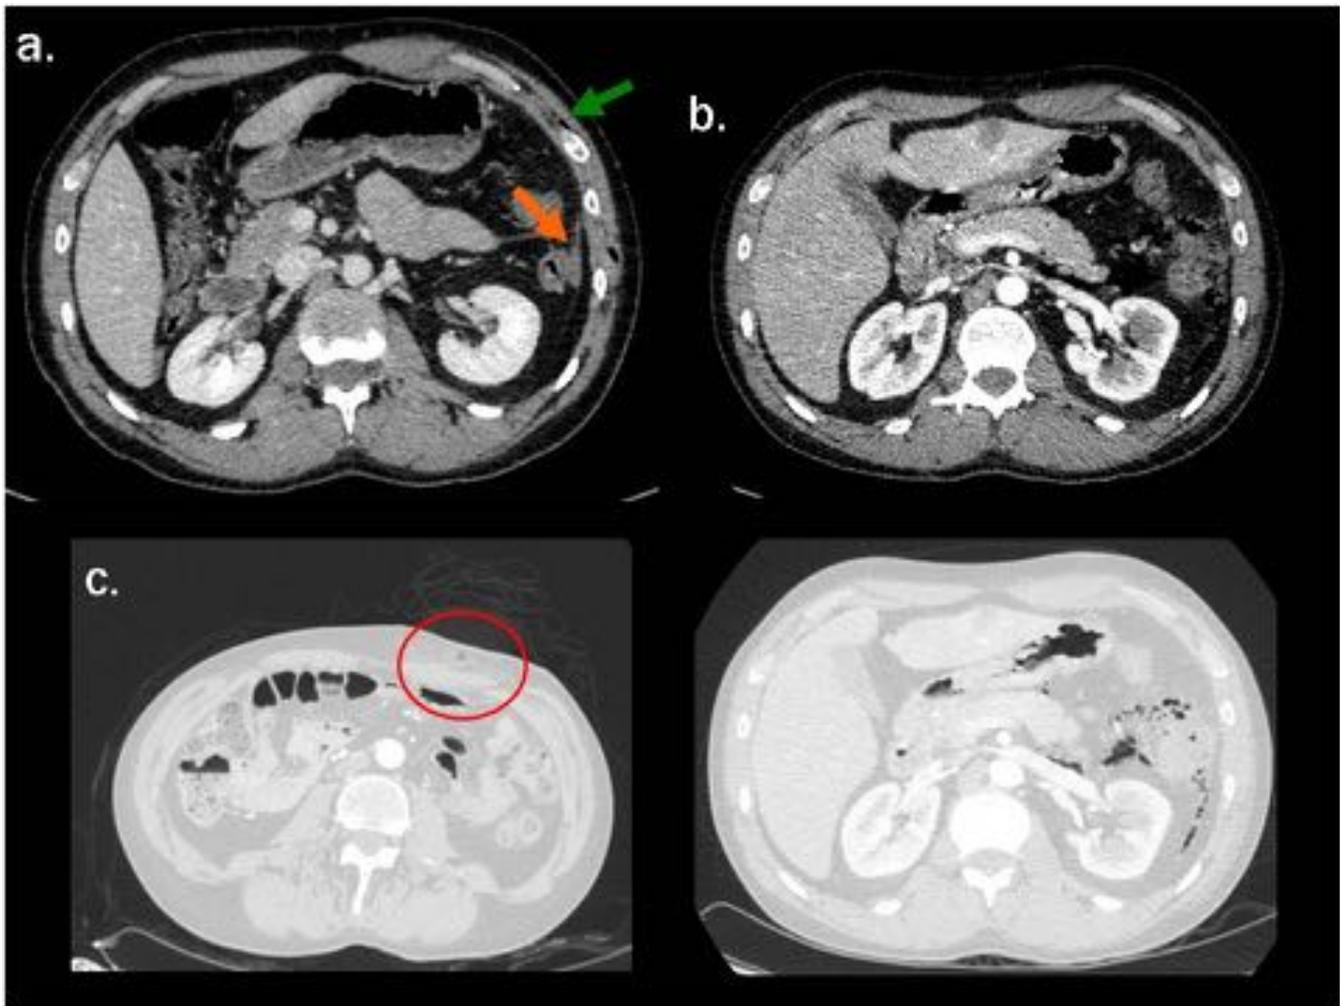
Es importante definir el trayecto de la herida penetrante para evaluar con minuciosidad la posible lesión de estructuras adyacentes. a. Varón con herida de arma blanca en flanco izquierdo que alcanza peritoneo no se evidencia claro trayecto intraabdominal (flecha naranja). Pequeña lengüeta de líquido pericólico izquierdo (flecha verde). b. TC control a los 5 días: perforación de colon descendente. Manejo conservador. Buena evolución.
